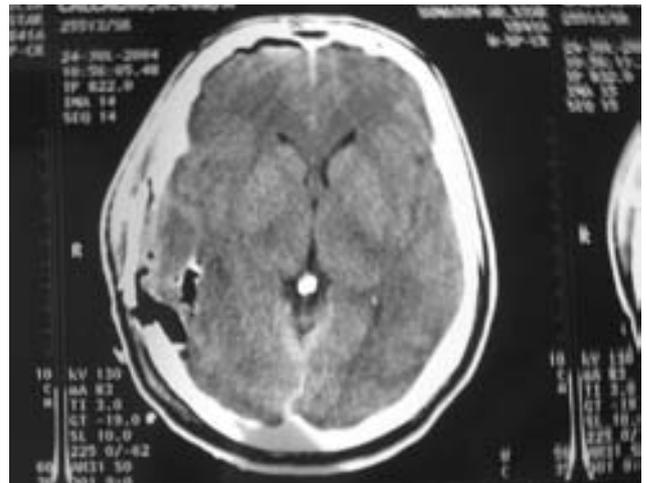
TC de cráneo postoperatoria. Se ve la correcta evacuación del hematoma y la realineación de la calcificación de la glándula pineal.
